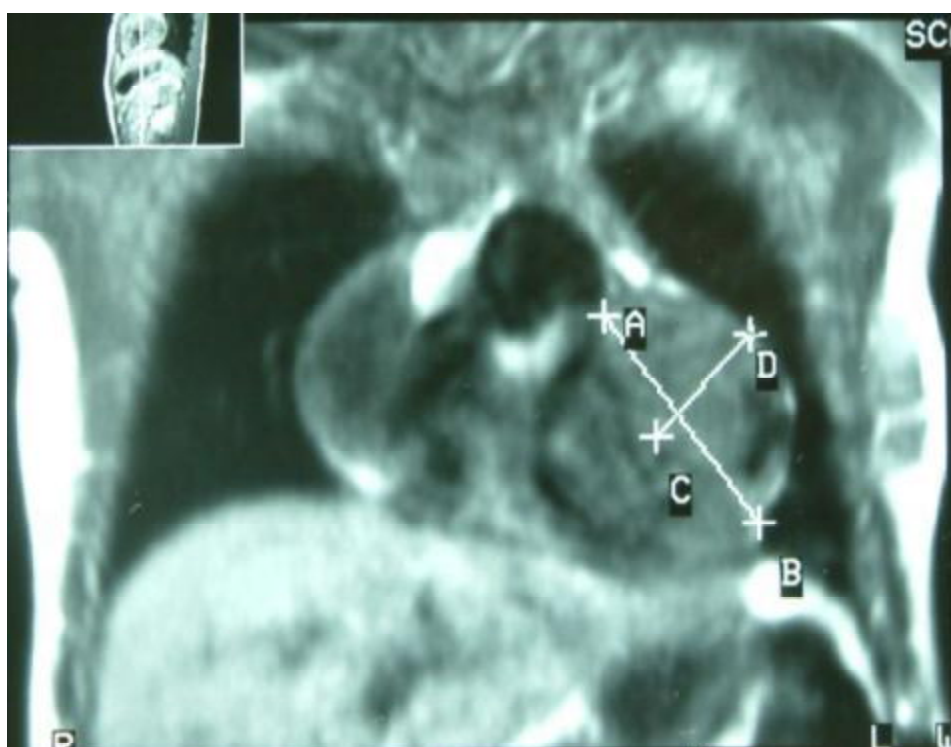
IRM en coupe frontale (black Blood) montrant une masse cardiaque de signal hétérogène
